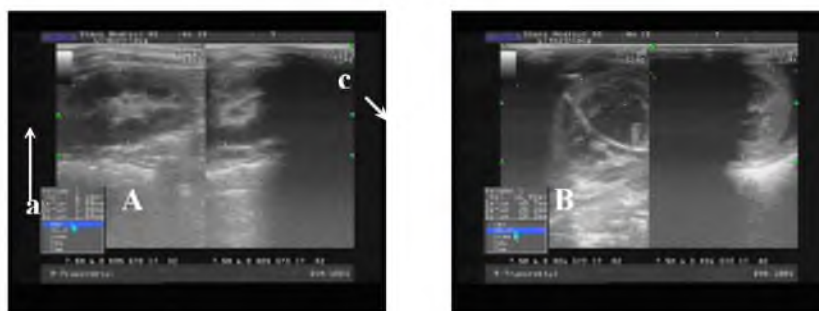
УЗИ почек. А – дооперационное исследование правой почки (а – просвет лоханки); В – 21 сутки послеоперационного периода, гидронефротическая трансформация правой почки (b – просвет лоханки, с – проксимальный конец стента)
